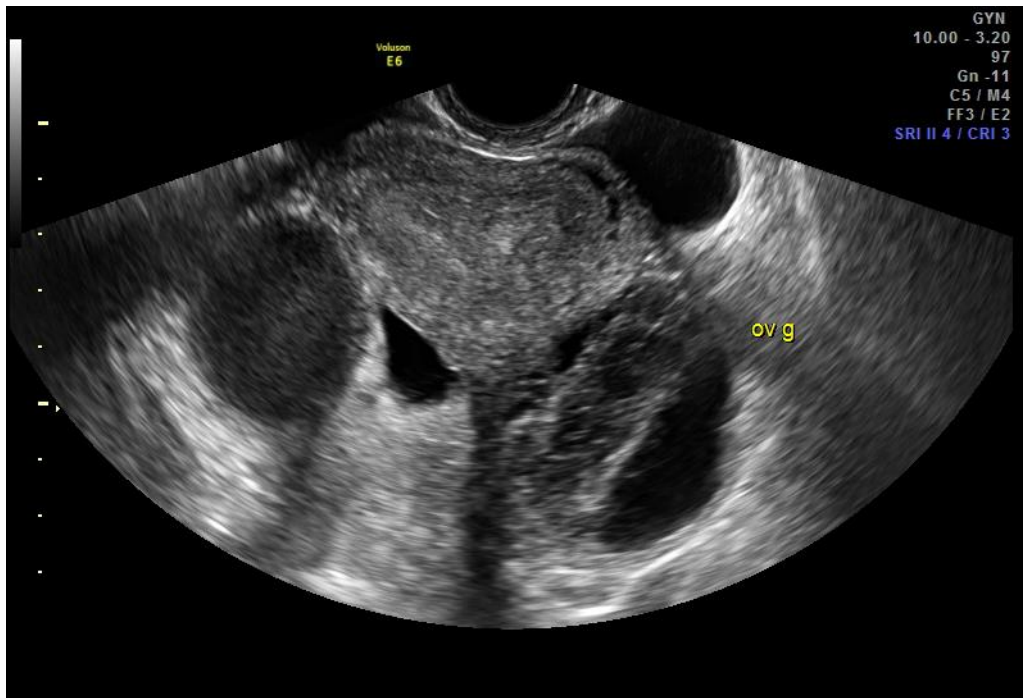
Image échographique mettant en évidence des endométriomes ovariens bilatéraux.
